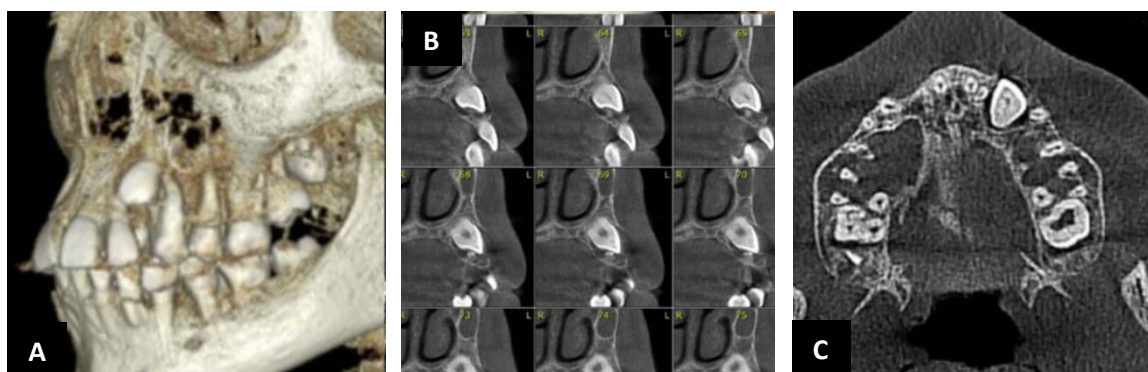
Tomografia computadorizada: A) Reconstrução em 3D mostrando o dente 23 apresentando-se incluso por vestibular com íntima relação com o dente 24, promovendo reabsorção em sua raiz palatina, B) Cortes transversais oblíquos e reconstruções, C) Corte axial.
